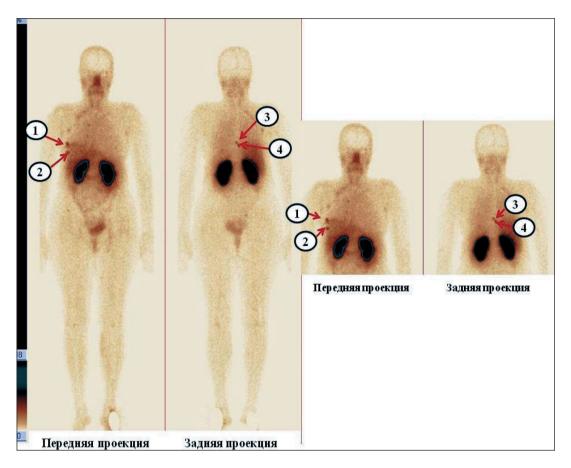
Данные планарной сцинтиграфии скелета у больной Her2-позитивным раком молочной железы через 2 ч после введения препарата «^{99m}Tc-ADAPT6» (передняя и задняя проекции). По результатам исследования визуализировались несколько очагов патологической гиперфиксации радиоиндикатора в проекции: 1 – первичной опухоли в правой молочной железе; 2 – ребра справа по средне-ключичной линии; 3, 4 – грудного отдела позвоночника (указаны стрелками)
